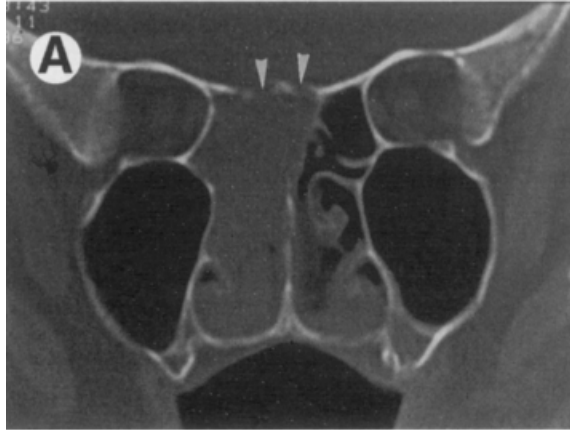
Imagem de TC em corte coronal, mostrando a presença de Carcinoma de Células Escamosas no seio etmoidal. As setas indicam o rompimento da cortical.
